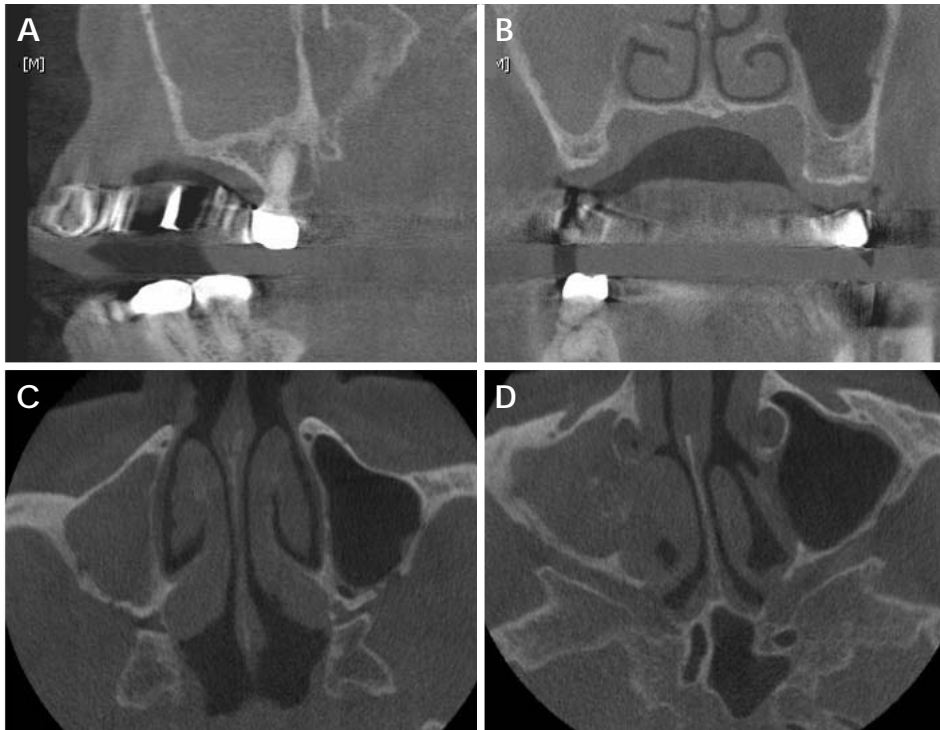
A. Sagittal CBCT image shows no calcified materials in right maxillary sinus. B. Coronal CBCT image shows the suspected calcified material beside of middle nasal concha, however vague image due to image noise. C. Calcified materials are not detected at the low level of axial view. D. but seen on the high level of axial view of CBCT. This level also showed destruction of medial wall of right maxillary sinus.
